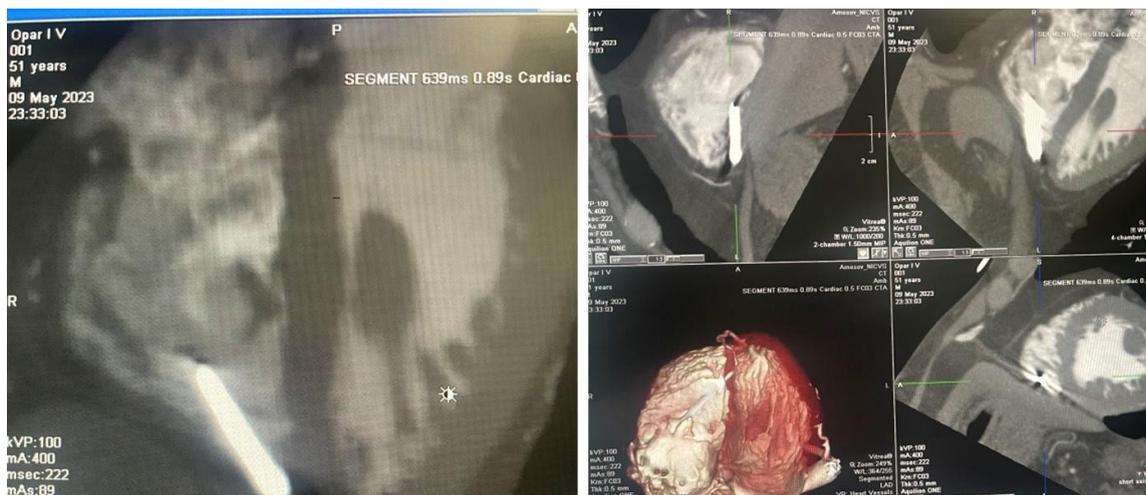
КТ серця. У порожнині правого шлуночка в різних проєкціях візуалізується уламок видовженої форми із проникненням у товщу верхівки міокарду
